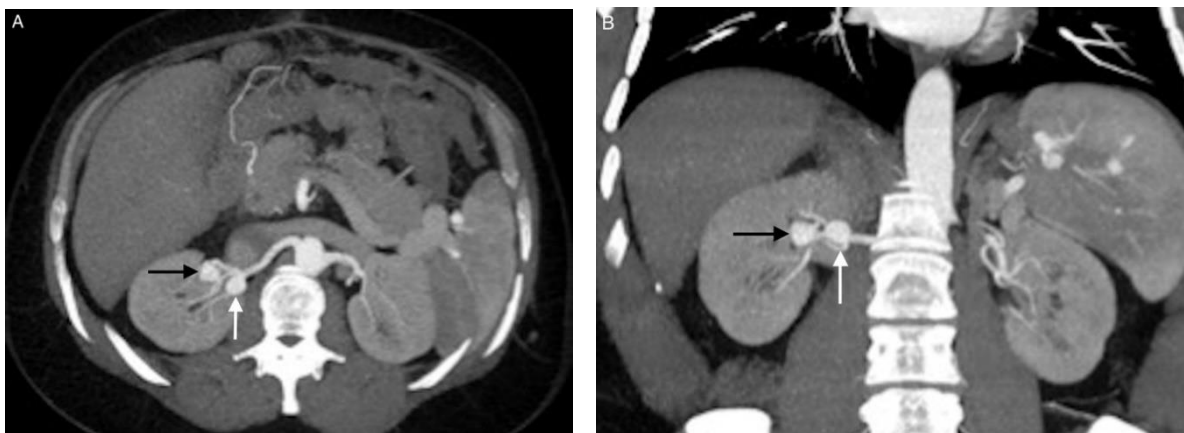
Images from patient 6. (A) and (B) CT angiography showing aneurysms 6 (white arrow) and 7 (black arrow) at the hilum of the right kidney. Aneurysm 6 is located at the initial trifurcation of the renal artery and has a wide neck. Aneurysm 7 is more distal, at a secondary bifurcation of the renal artery, and has a narrow neck.
